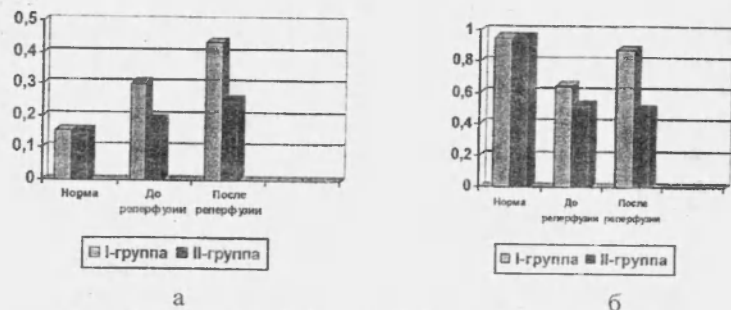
Активность КФ (а) и ЩФ (б) до и после реперфузии
